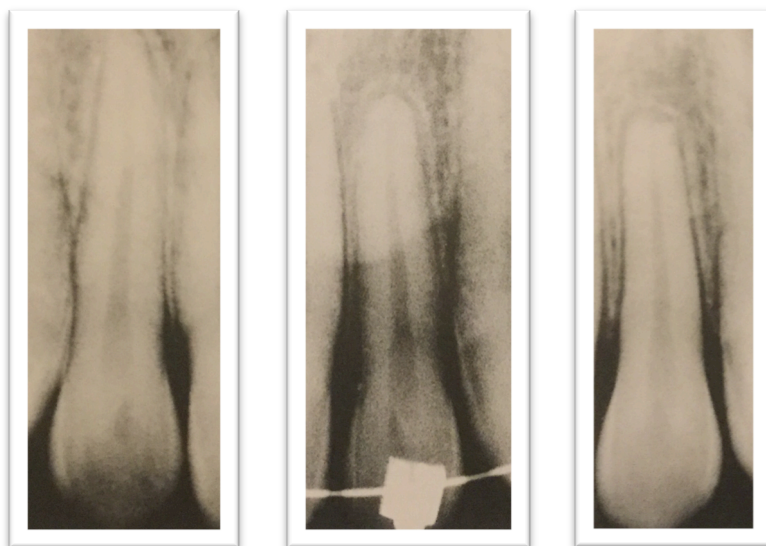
Radiographies rétro-alvéolaires d'une incisive latérale : avant, pendant et après le traitement orthodontique (5)
